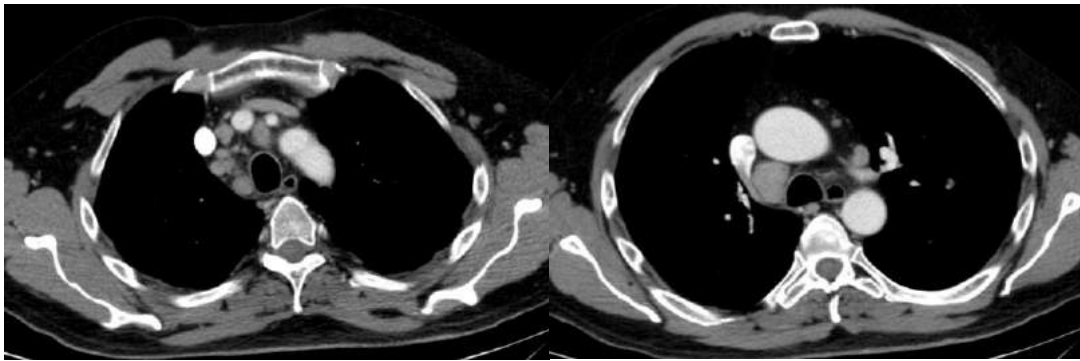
TC tórax con CIV. Cortes axiales. Ventana tisular. A) Adenopatías mediastínicas de aspecto patológico, con tamaño superior a 10 mm. B) Adenopatía paratraqueal derecha (4R) de 18 mm.
